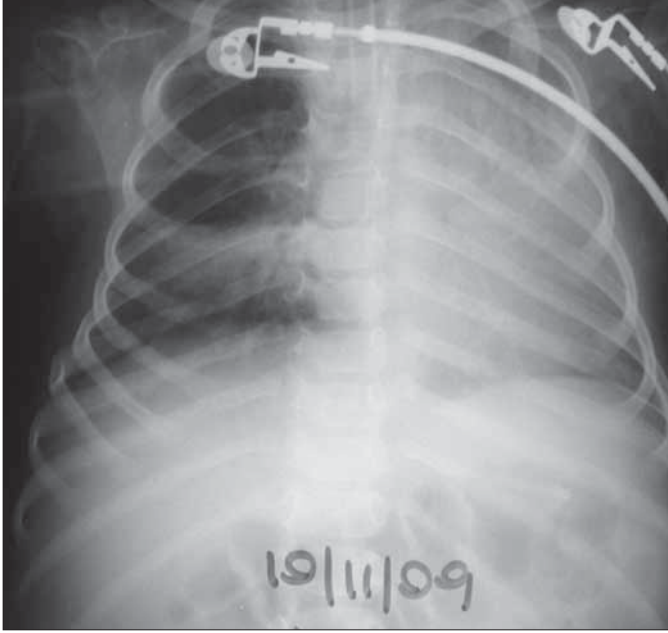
Bir gün sonra derin trakeal aspirasyon sonrası elde edilen röntgenogramda kalbin ve trakeanın normal pozisyona geldiği sağ akciğerdeki total atelektazinin büyük ölçüde düzeldiği görülmektedir. Bulgular ilk röntgenogramdaki aspirasyona ikincil total sağ akciğer atelektazinin başarılı sayılabilecek biçimde düzeldiğini desteklemektedir
